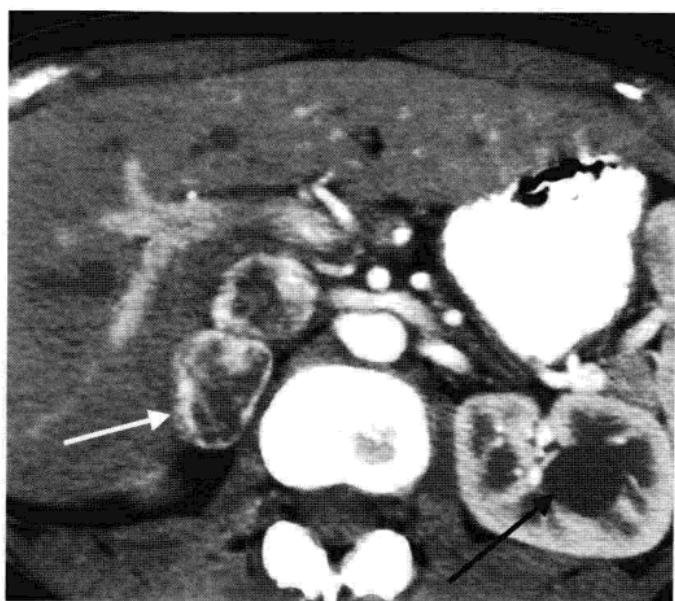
肾上腺嗜铬细胞瘤。VHL 患者的增强后 CT 示右肾上腺区一强化不均的肿块(箭头)。同时也见一左肾囊肿(箭头)。
